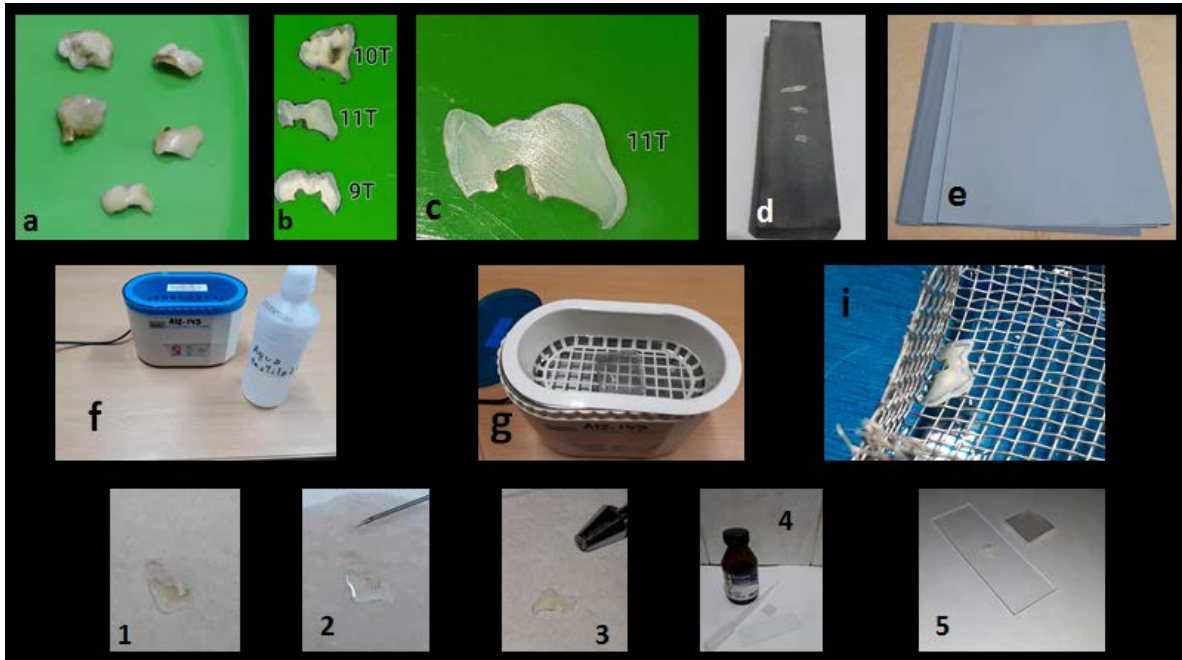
Pasos de la técnica por desgaste. En las imágenes *a, b* y *c* se observa la progresión de los cortes. En la imagen *d* se presenta la piedra de pulir con que se realiza el desgaste para obtener cortes finos. La pieza obtenida se coloca sobre papel tissue (imagen *e*). Las imágenes *f, g* e *i* corresponden al lavado de la pieza con ultrasonido. Las restantes imágenes corresponden a los pasos del montaje de la pieza para obtener el preparado: 1- Secado sobre papel. 2- Deshidratación con alcohol. 3-secado con aire 4- Montaje con bálsamo de Canadá 5- Montaje final
